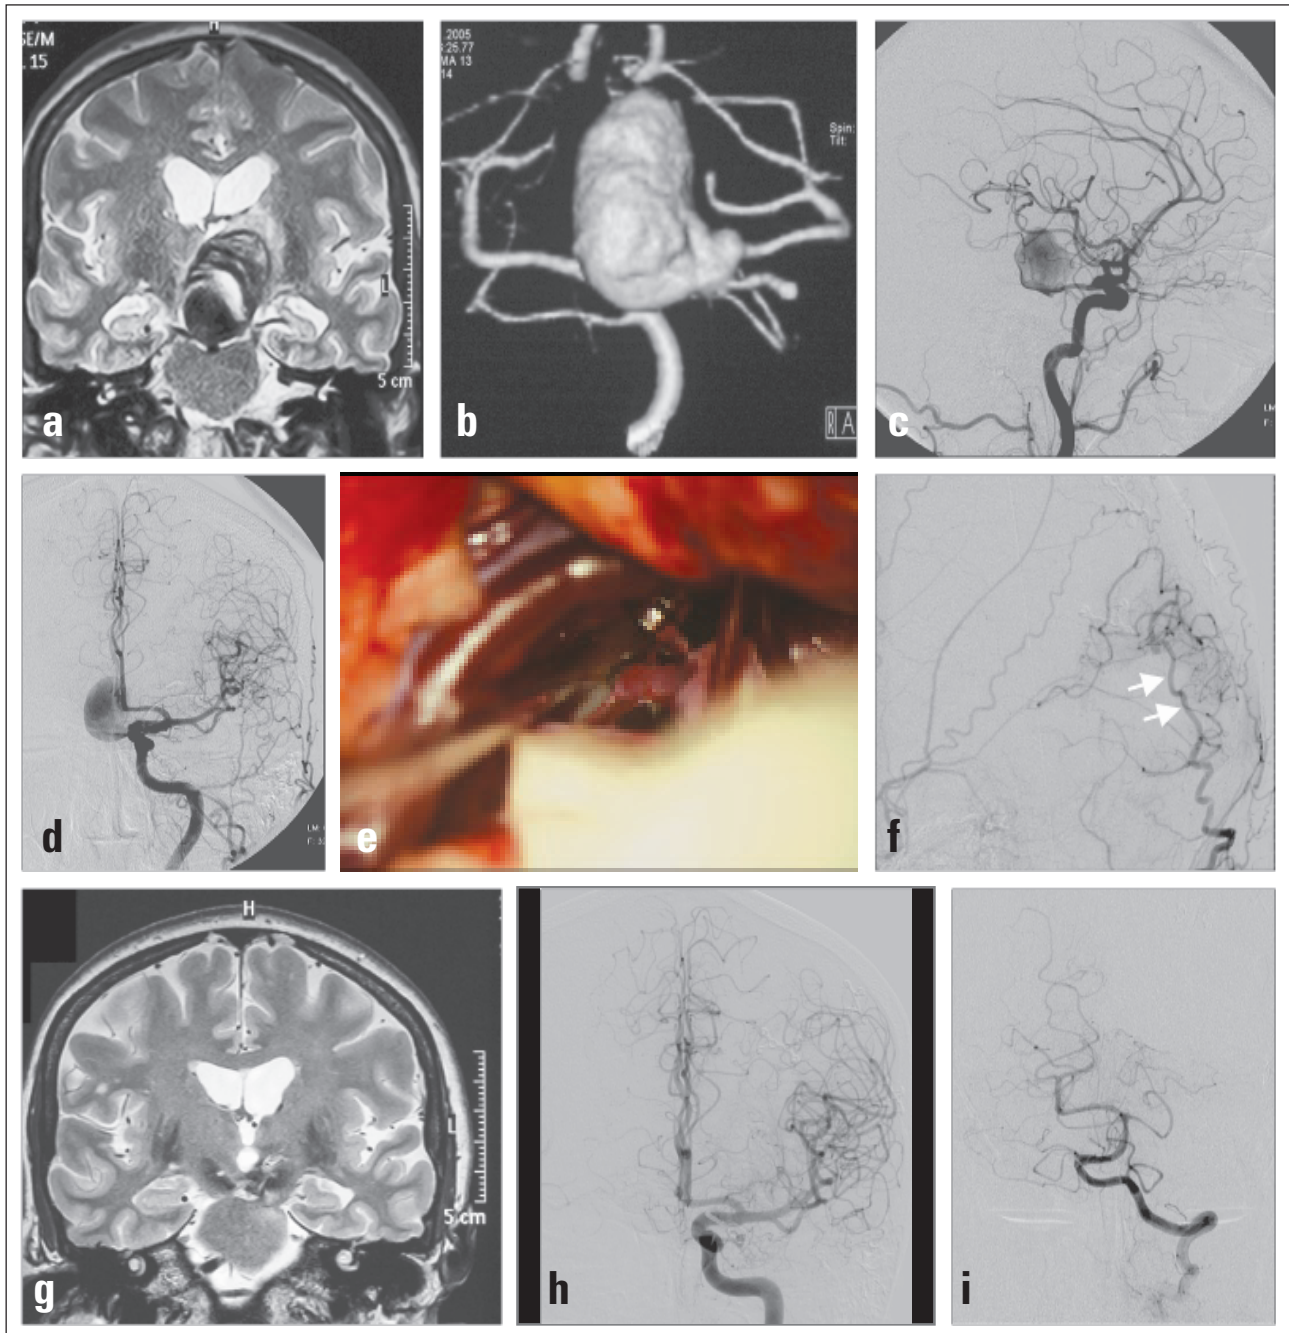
(a, b) MR und CT-A demonstrieren ein teilthromboses Aneurysma per magna im Bereich der Arteria basilaris. (c, d) Angiographie aus der linken ACI zeigt die Füllung des Aneurysmas über eine fetale Arteria communicans posterior und ACP links. (e) Operative Situation der Clip-Okklusion der linken ACP unter Erhaltung eines Perforators. (f) Füllung des linken ACP-Stromgebiets über den OA-ACP-Bypass (Pfeile). (g) MR-Kontrolle nach 2 Jahren zeigt eine vollständige Involution des Aneurysmas. (h, i) ACI- und AVER-Angiographie: regelrechte Füllung der vorderen und hinteren Zirkulation.
